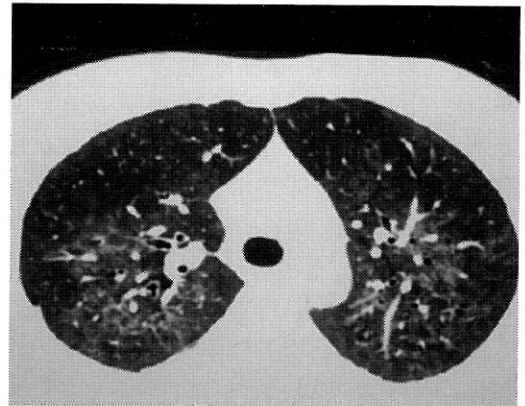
Follow up Chest HRCT scan shows marked resolution of the consolidations and diffuse ground glass opacities.
